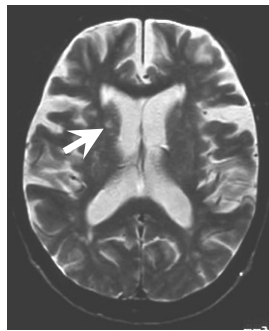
使用した MRI スライス(代表例).
